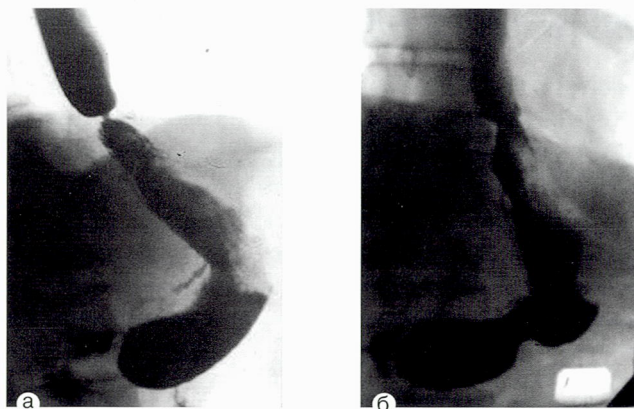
Рентгенограммы больного с рубцовым сужением пищеводно-кишечного анастомоза
